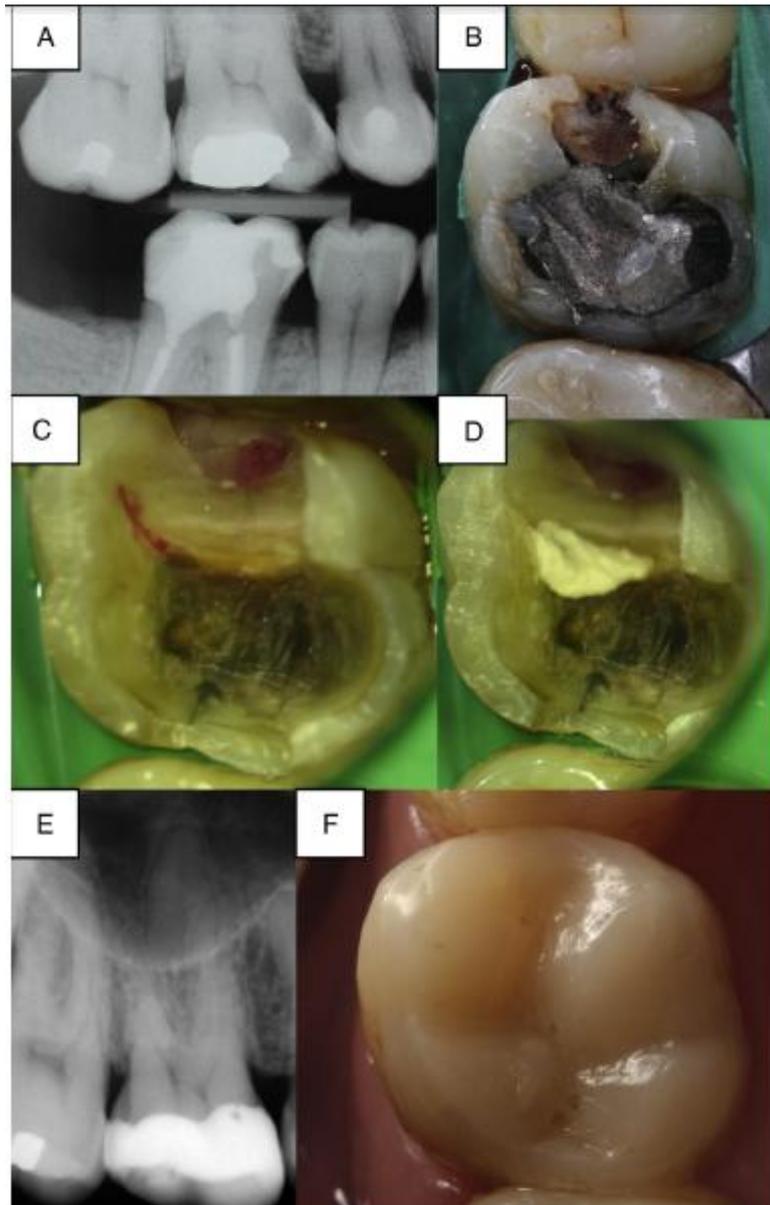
Photographies cliniques (B, C, D, F) et radiographies rétrocoronaire (A) et rétroalvéolaire (E) d'un coiffage direct et du suivi à 23 mois.⁷⁸
